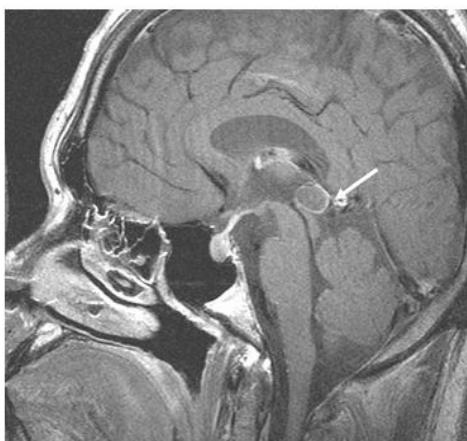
Brain MRI, sagittal view, shows 12.7 mm sized pineal gland cyst.
